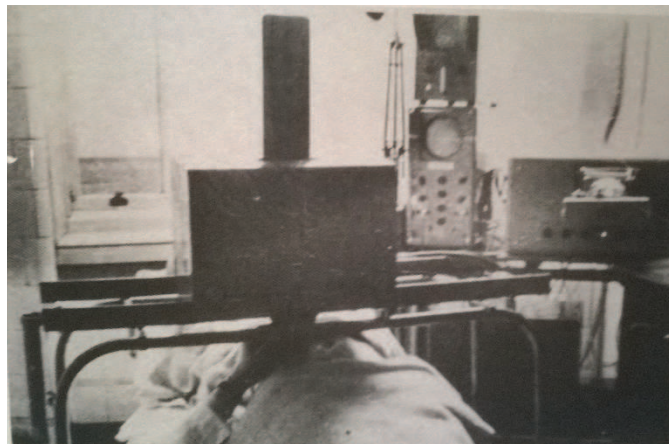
Um dos primeiros sistemas de ultrassonografia clínica
